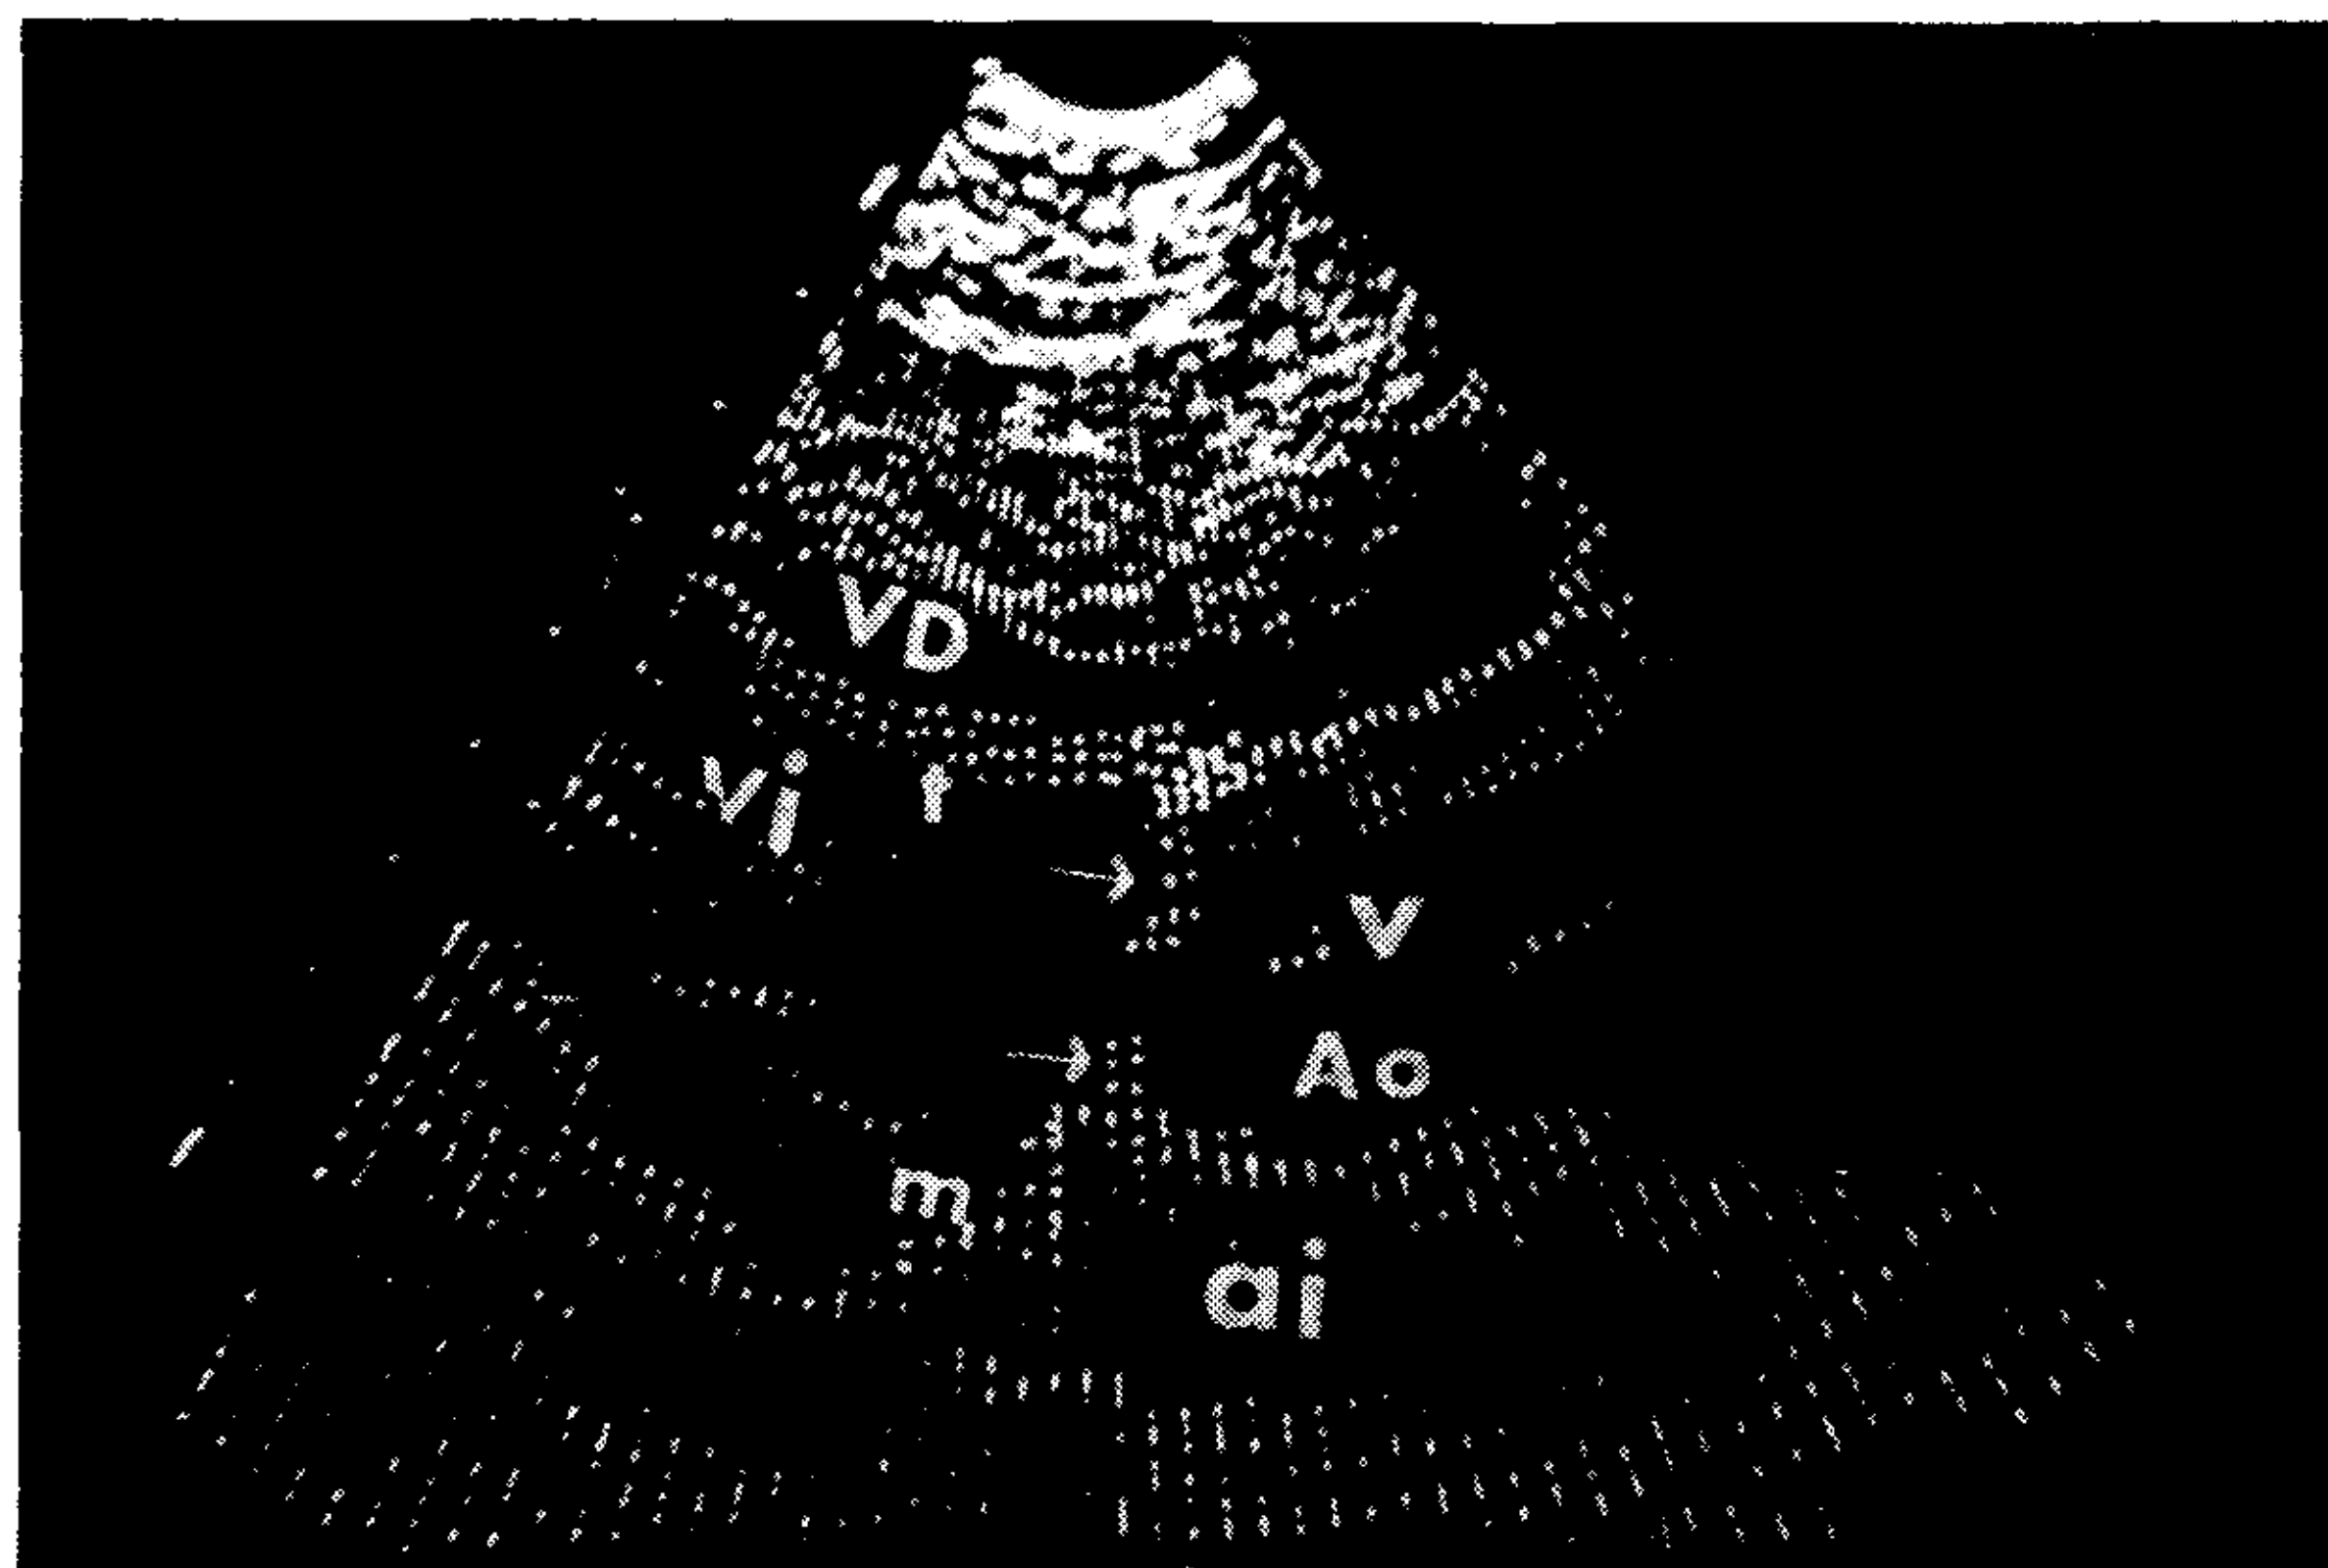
Ecocardiograma bidimensional, eje longitudinal del ventrículo izquierdo, del paciente cuyo ecocardiograma modo M se muestra en la Fig. 1. Obsérvese la válvula aórtica, cerrada en diástole. Por debajo de la válvula, hay una banda irregular de ecos (flechas), interrumpida en su porción media, que corresponde al diafragma subvalvular. El tabique interventricular es de grosor y aspecto normal. VD: ventrículo derecho; VI: ventrículo izquierdo; t: tabique interventricular; ai: aurícula izquierda; Ao: aorta; v: válvula aórtica; m: válvula mitral.
